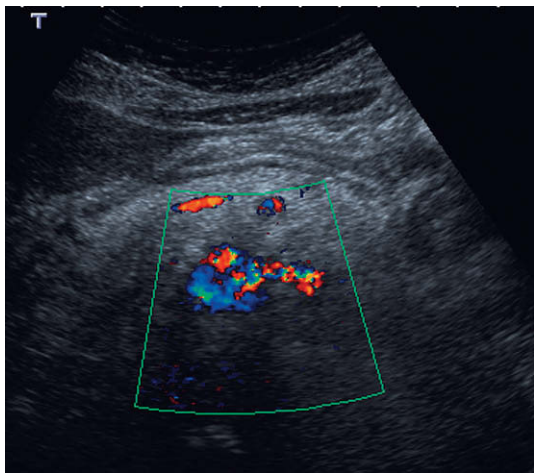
Se angula ligeramente el transductor hacia la izquierda desde una posición inmediatamente a la derecha de la línea media para demostrar el origen de la arteria renal izquierda con el Doppler de flujo en color.
